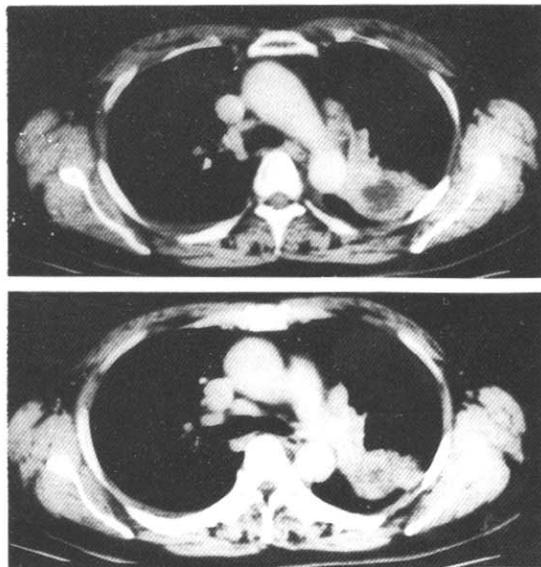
Chest CT showed irregular marginated hypodense mass in posterior segment of left upper lobe with distal infiltrative lesion.
